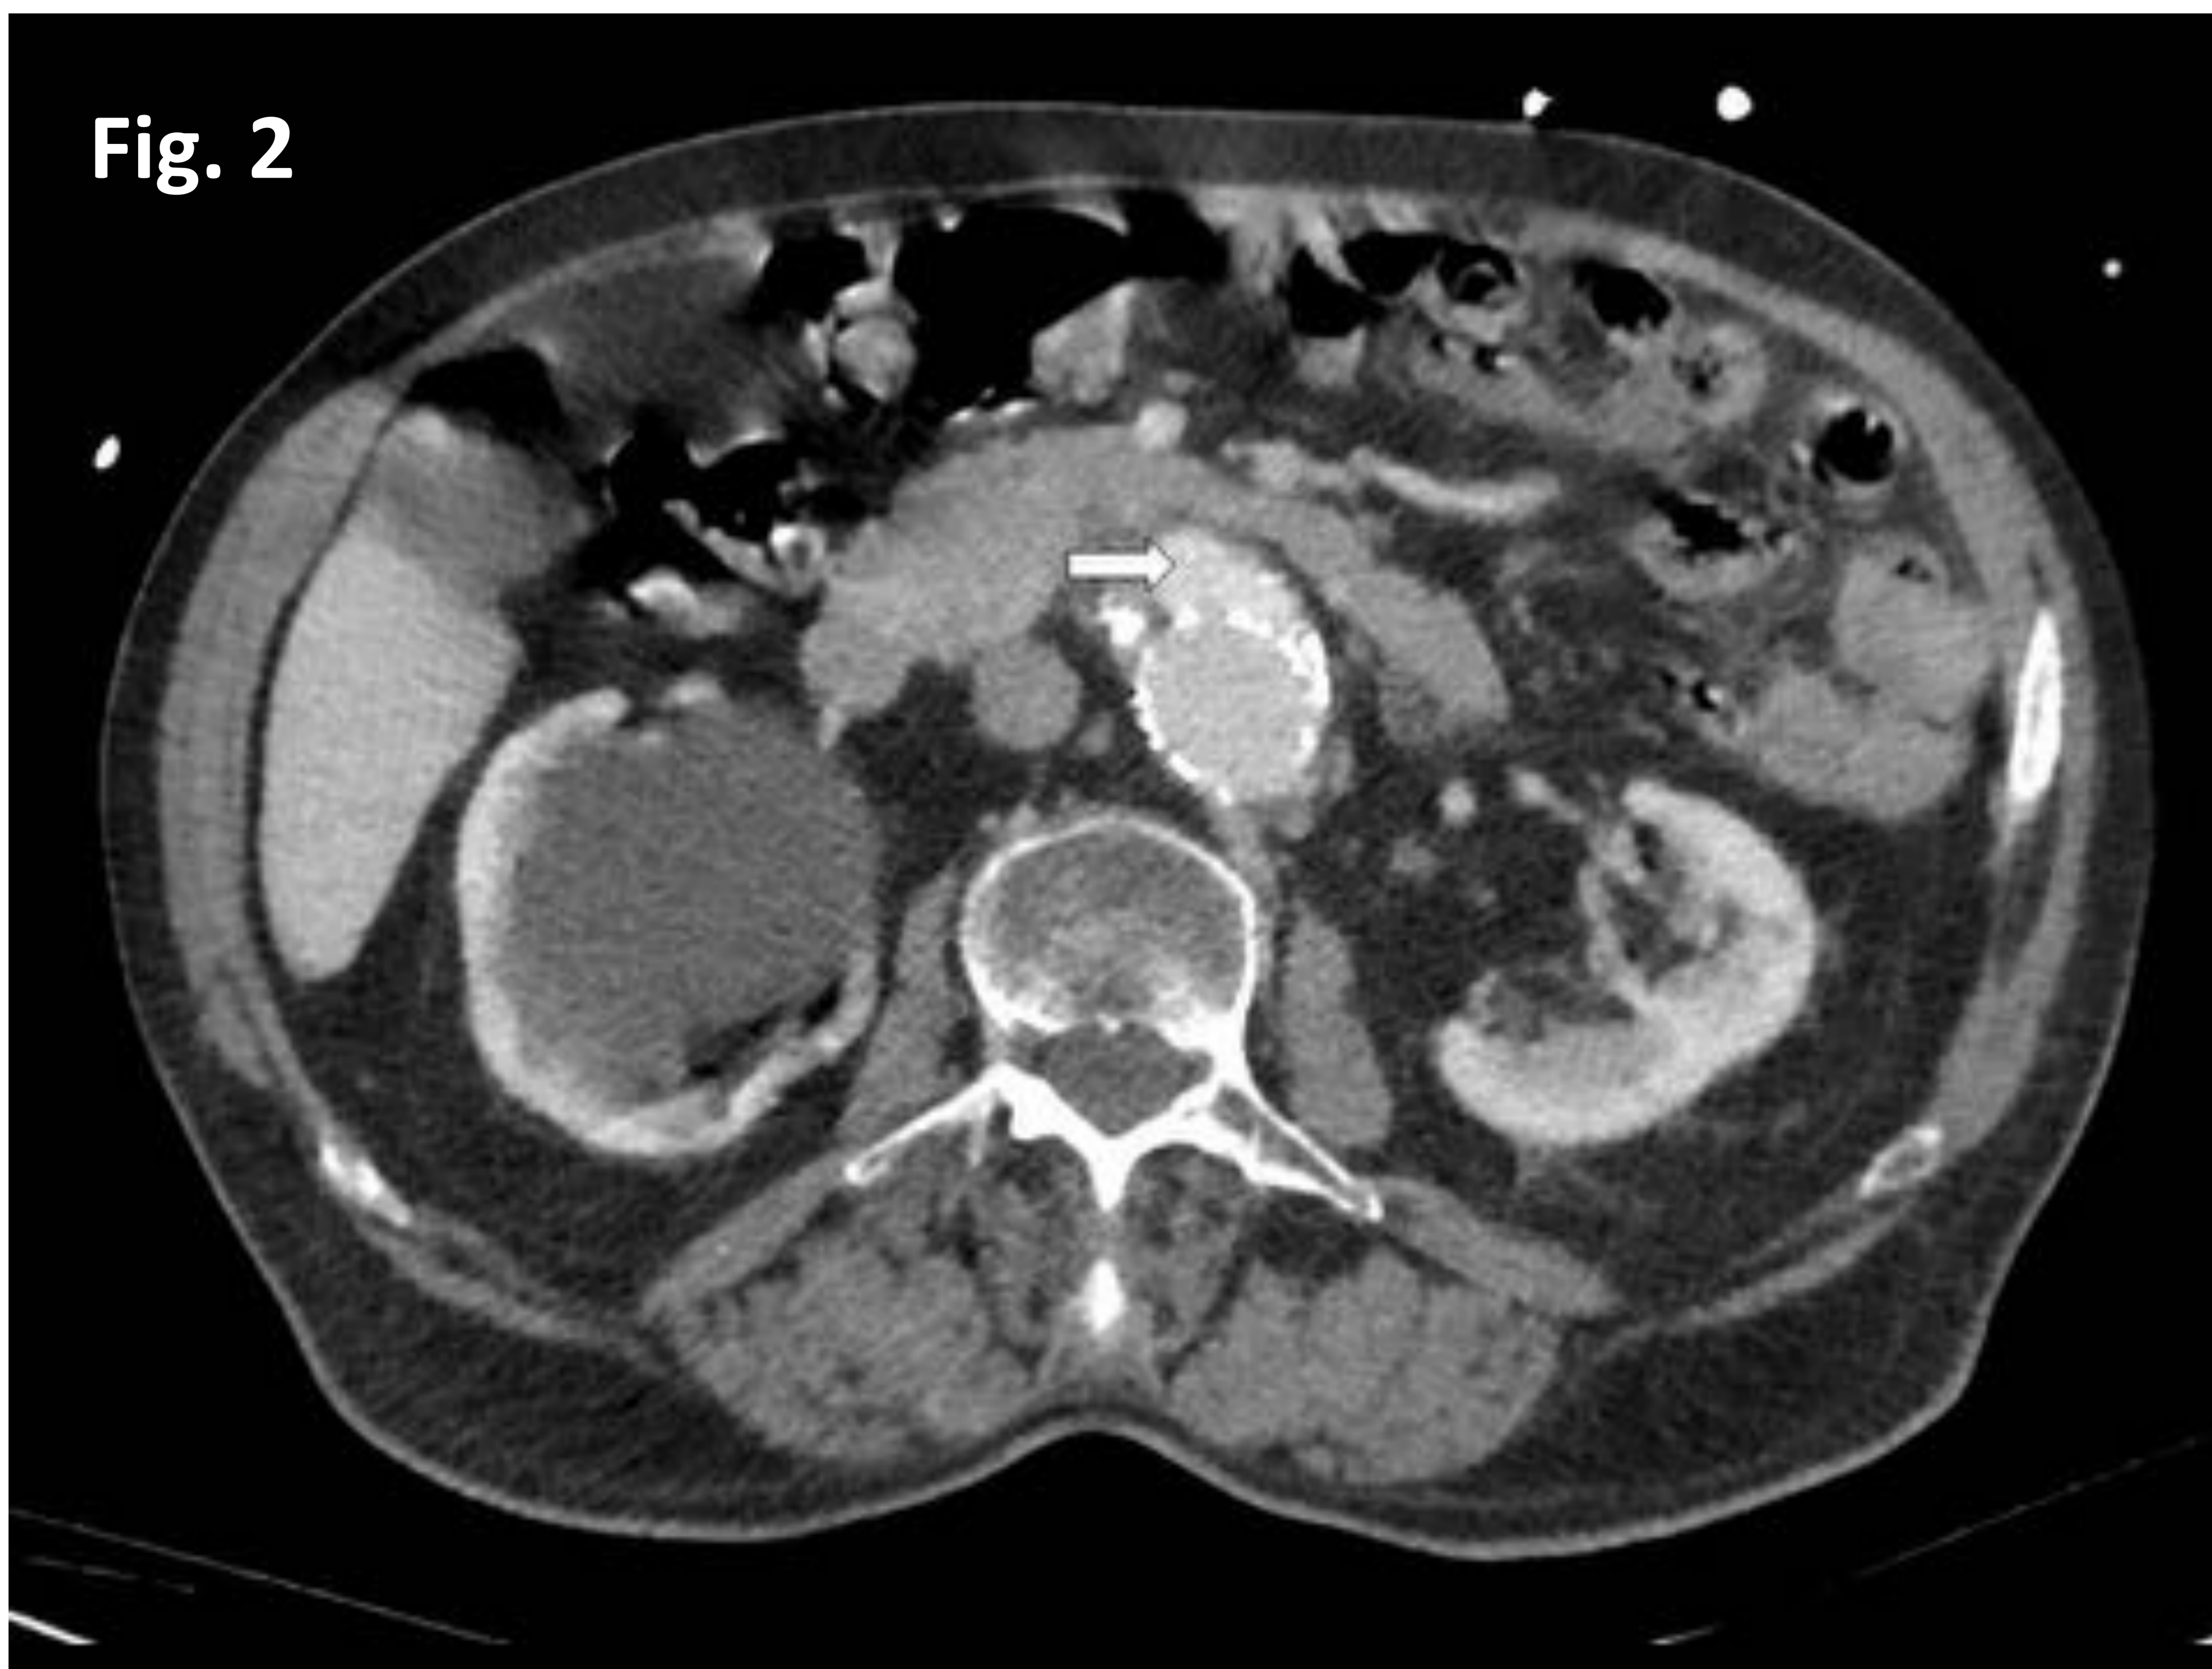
Endofuga tipo IA. Imagen axial de angio-TC de aorta abdominal. Se visualiza fuga de contraste adyacente al anclaje proximal de la endoprótesis (flecha).
